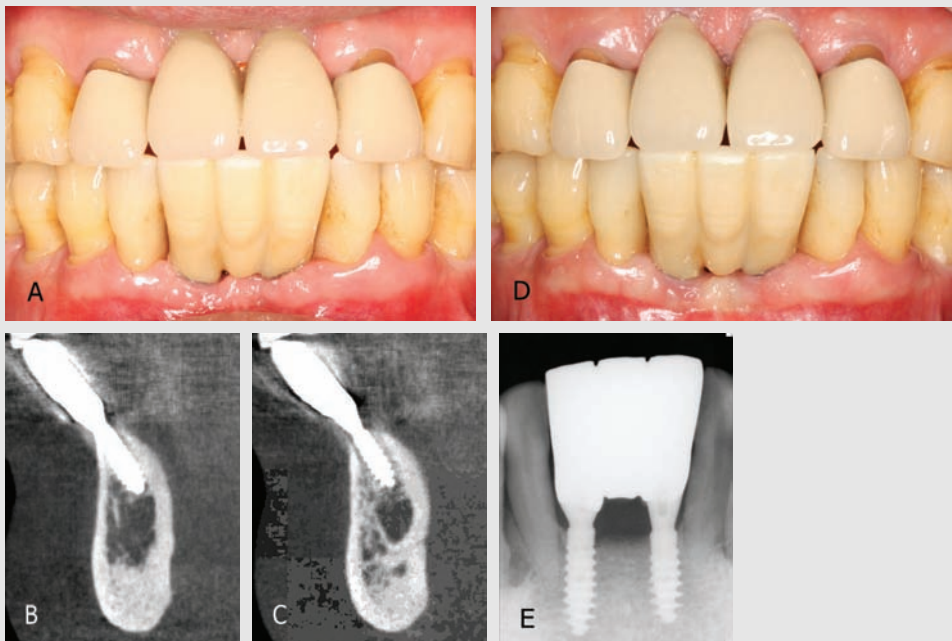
(A) Clinical photograph on the labial view after cementation of the final implant prosthesis. (B, C) CBCT coronal view after cementation of final implant prosthesis. (D, E) Clinical photographs and radiographs at 1-year follow-up check. The surgical site was well maintained without inflammatory findings or clinical abnormalities.
